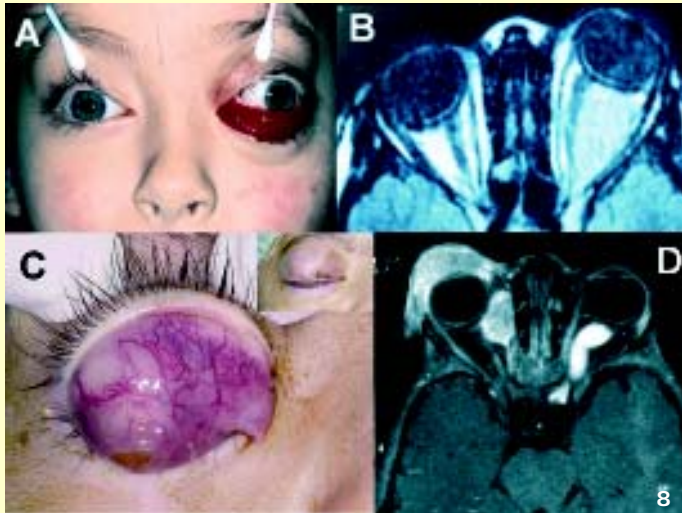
A y B: Rhabdomioma embrionario metastático (abdominal) en una niña de 8 años, inicio agudo, desplaza el ojo hacia arriba y afuera, en la imagen de RMN en corte axial en T1 se aprecia la gran masa que ocupa casi todo el espacio intracónica, más en su parte externa, capta contraste y desplaza el globo hacia fuera. B y C: Paciente de 23 meses de edad con NF1, se aprecia masa de rápido crecimiento en la porción conjuntival del párpado superior, al realizar la RMN vemos dos imágenes heterogéneas que captan contraste una en la región palpebral superior y la otra en el espacio interno intracónica, como hallazgo casual hay un Glioma del nervio óptico en la órbita contralateral.
